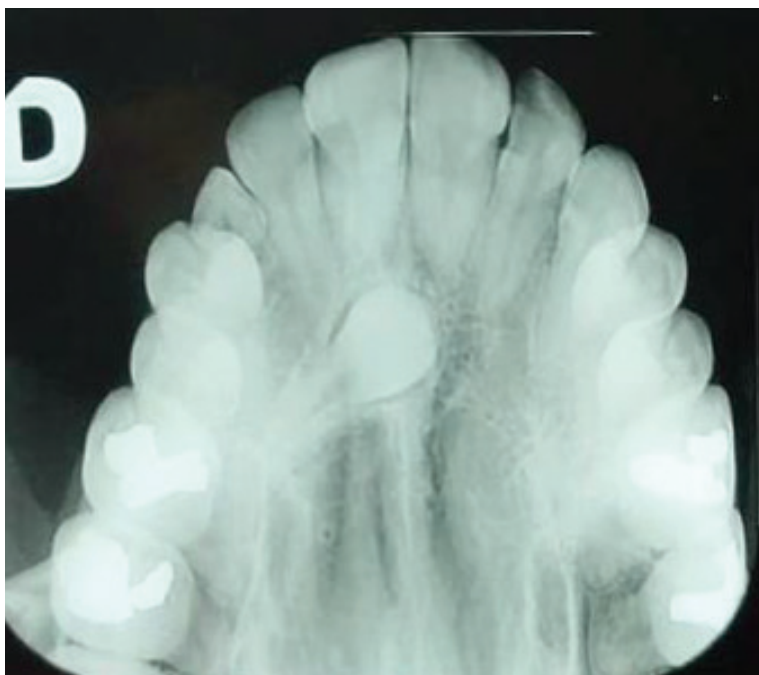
Radiografia Oclusal
